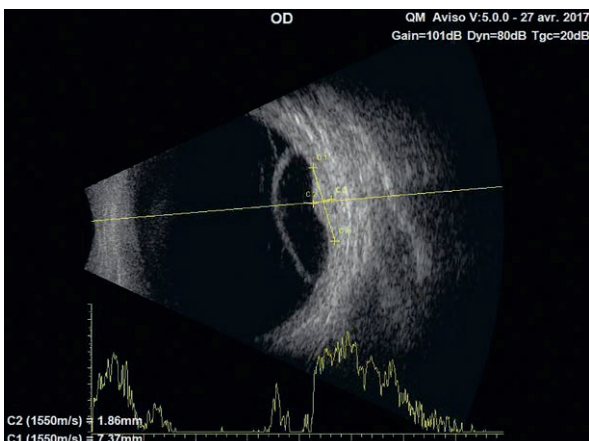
Échographie en mode B couplée au mode A. Hyperéchogénicité de l'hémangiome choroïdien circonscrit et décollement exsudatif de la rétine.
